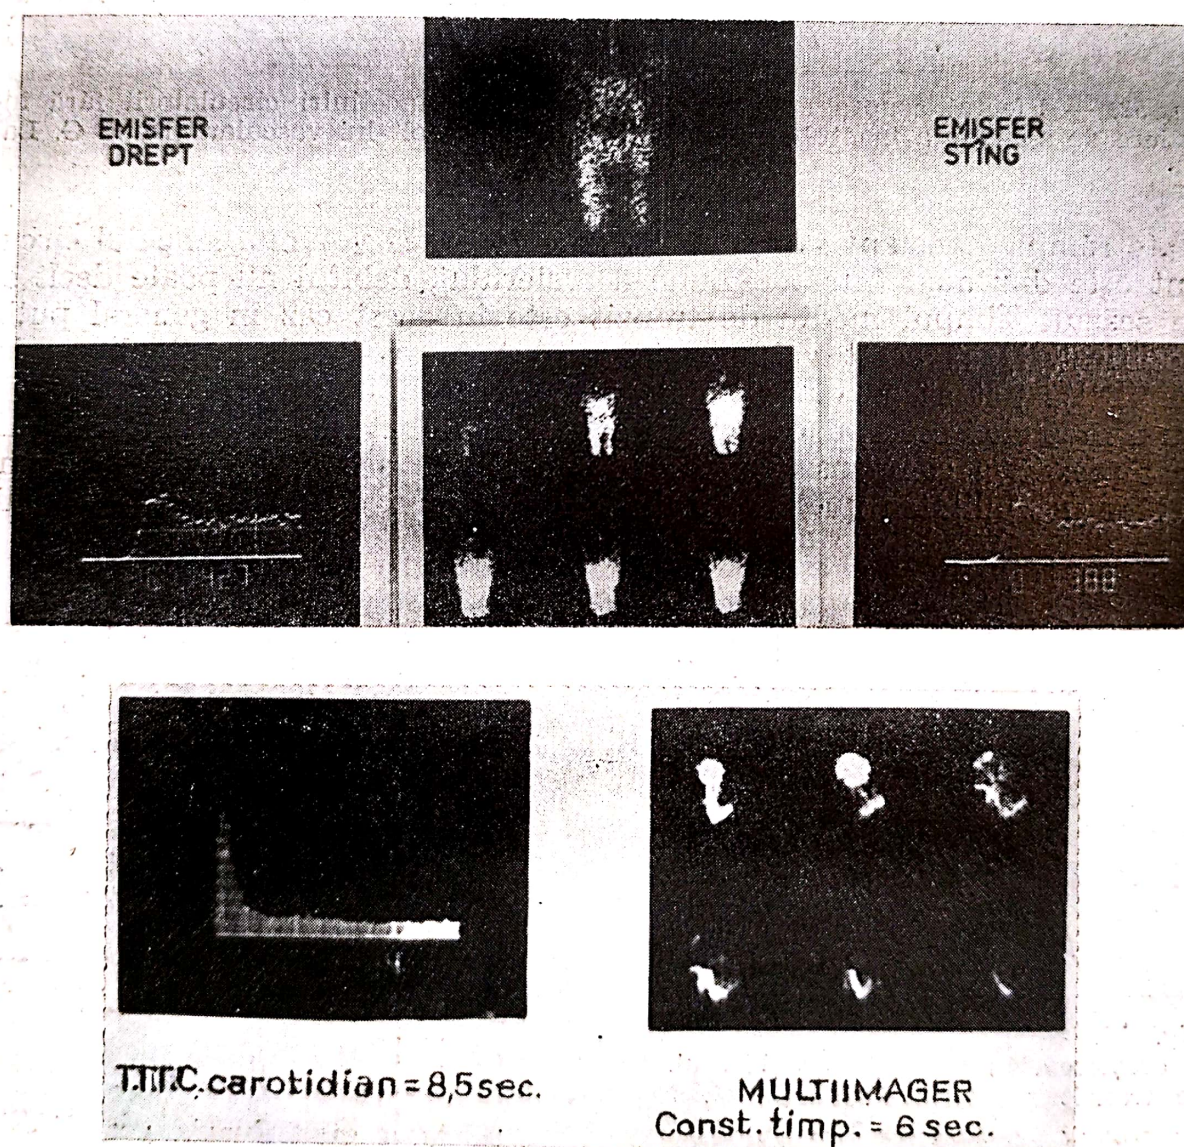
Gamma-angio-encefalografia în policitemia Vera (^{99m}Tc în vena cubitală). Angioscintigrafie cerebrală cu determinarea simultană a timpului de tranzit trans-cerebral (^{99m}Tc intracarotidian) în policitemia vera (după C. Popa și colab.).
